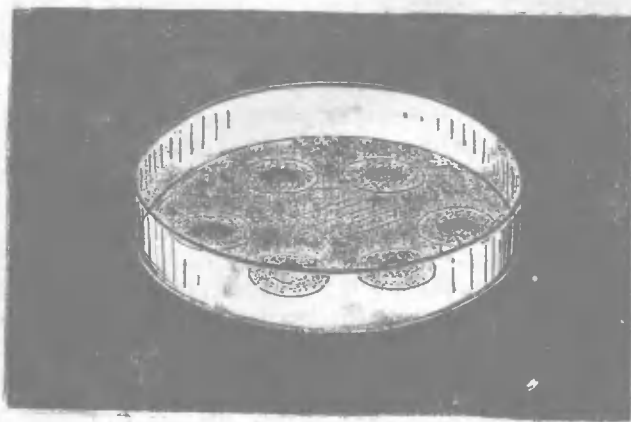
Метод диффузии в агар.
